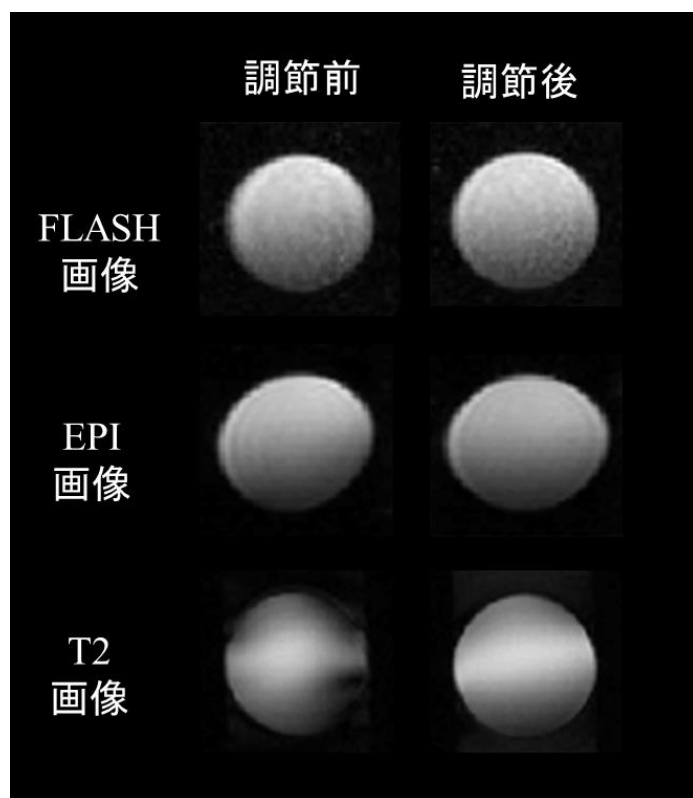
前強調法によるファントム MRI 画像の比較
